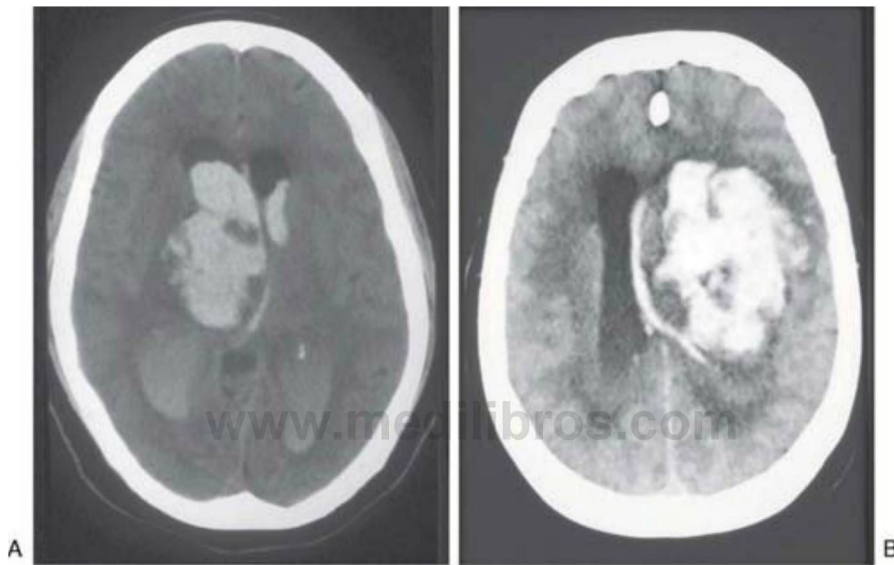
Ejemplos de dos lesiones supratentoriales hemorrágicas (lesiones cerebrales, tomografía computarizada) que pueden manifestarse con rigidez de decorticación. Obsérvese que en los dos pacientes las lesiones son grandes y desplazan la línea media. Además de la extensa hemorragia parenquimatosa (A y B), obsérvese la hemorragia en las dos astas posteriores del ventrículo lateral en un paciente (A).
